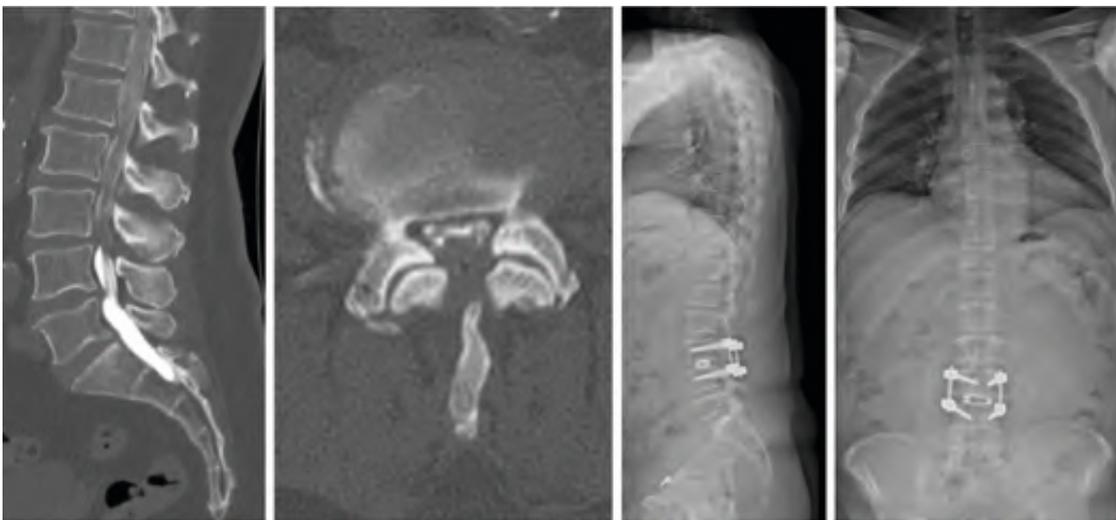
Exemplarische Darstellung der CT-Myelographie eines Patienten mit Facettengelenksarthrose sowie Spinalkanalstenose L4/5, Intervention mittels TLIF Technik
